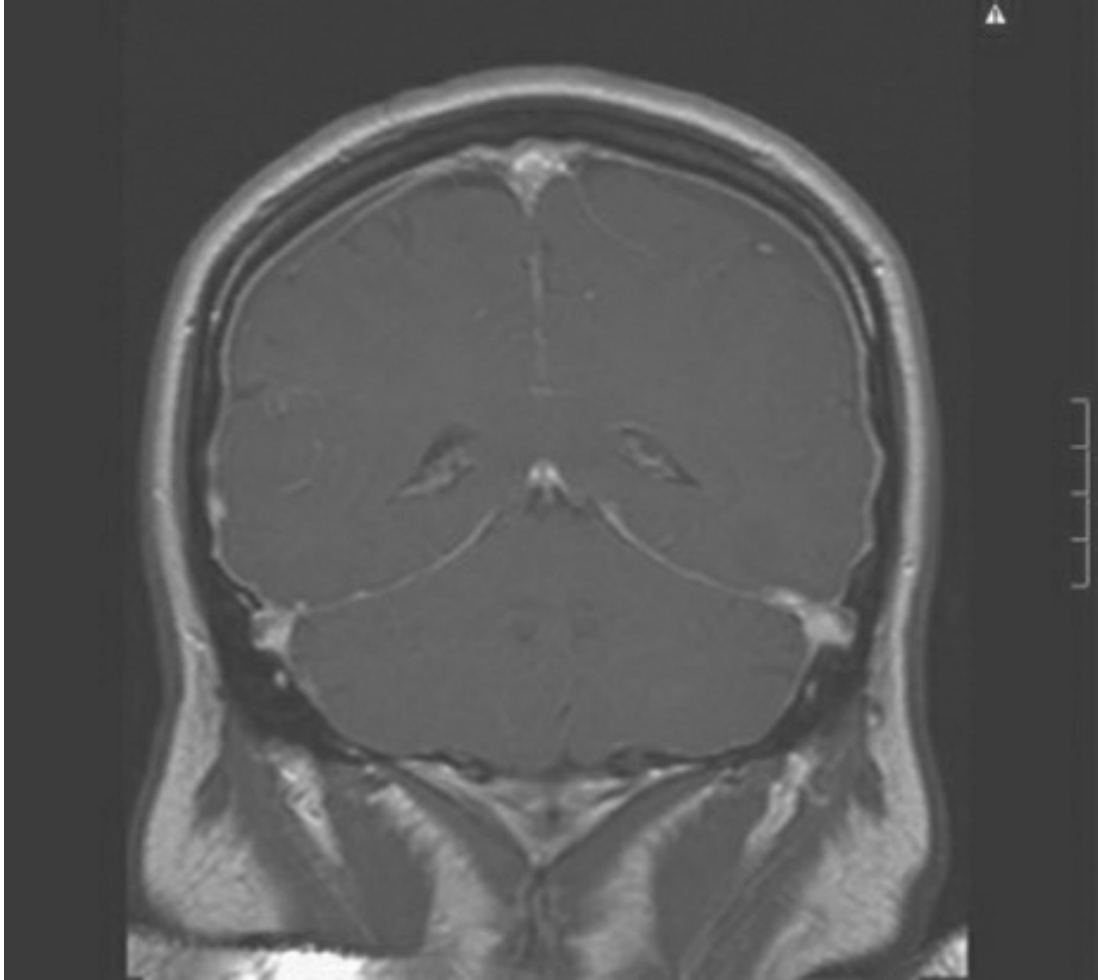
Corte coronal de resonancia magnética nuclear ponderada en T1 tras la administración de contraste (cortesía del Dr. Krishe Menezes).
